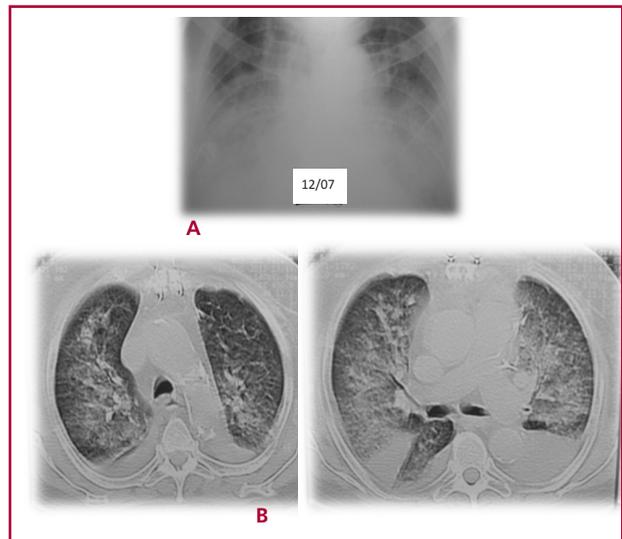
A. Placa de tórax con BOOP. B. Tomografía axial computarizada con BOOP.
